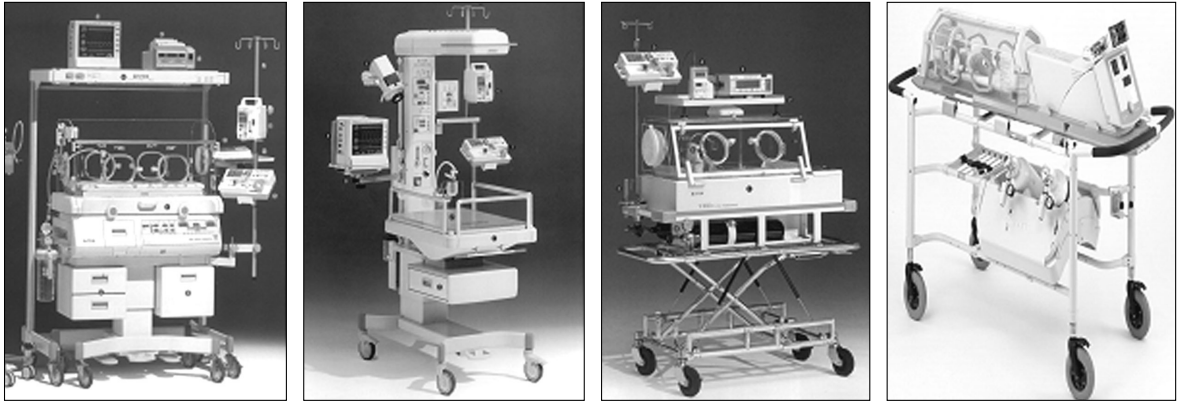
Infant incubator, warmer, transport incubator, and a special incubator for MRI
